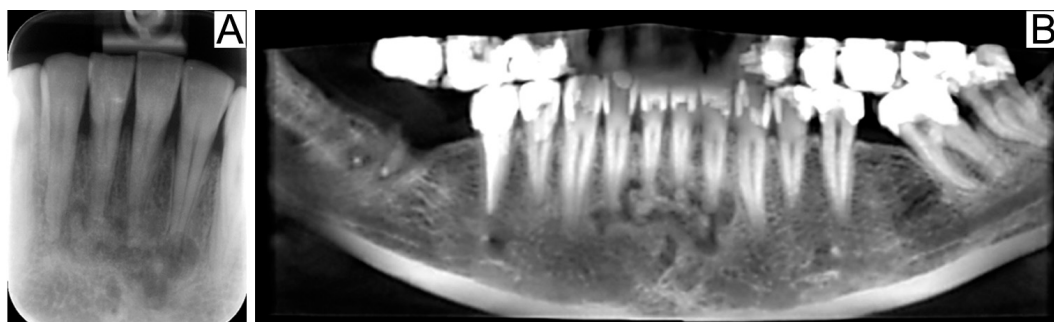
Displasia óssea periapical. Radiografia periapical dos dentes anteriores inferiores mostrando imagens mistas (radiopaca e radiolúcida) de contornos irregulares, próximas ao ápice dos dentes (A). Em B, reconstrução panorâmica de tomografia computadorizada cone beam, do mesmo paciente mostrando mais detalhes da lesão.
